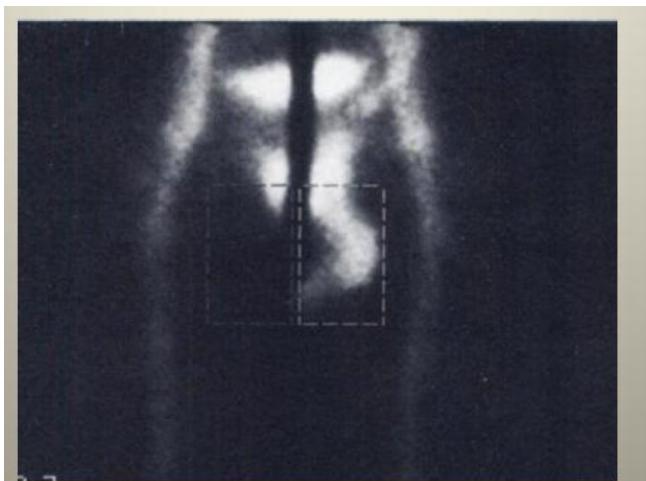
Akutni epididimitis: a) na angioscintografkoj studiji vidi se pojačana perfuzija u testikularnoj arteriji (T) i u području epididimisa lijevog testisa (prateći zakrivljeni oblik epididimisa); b) na skrotalnom scintigrame se vidi pojačano nakupljanje aktivnosti polukružnog oblika u području epididimisa lijevog testisa
